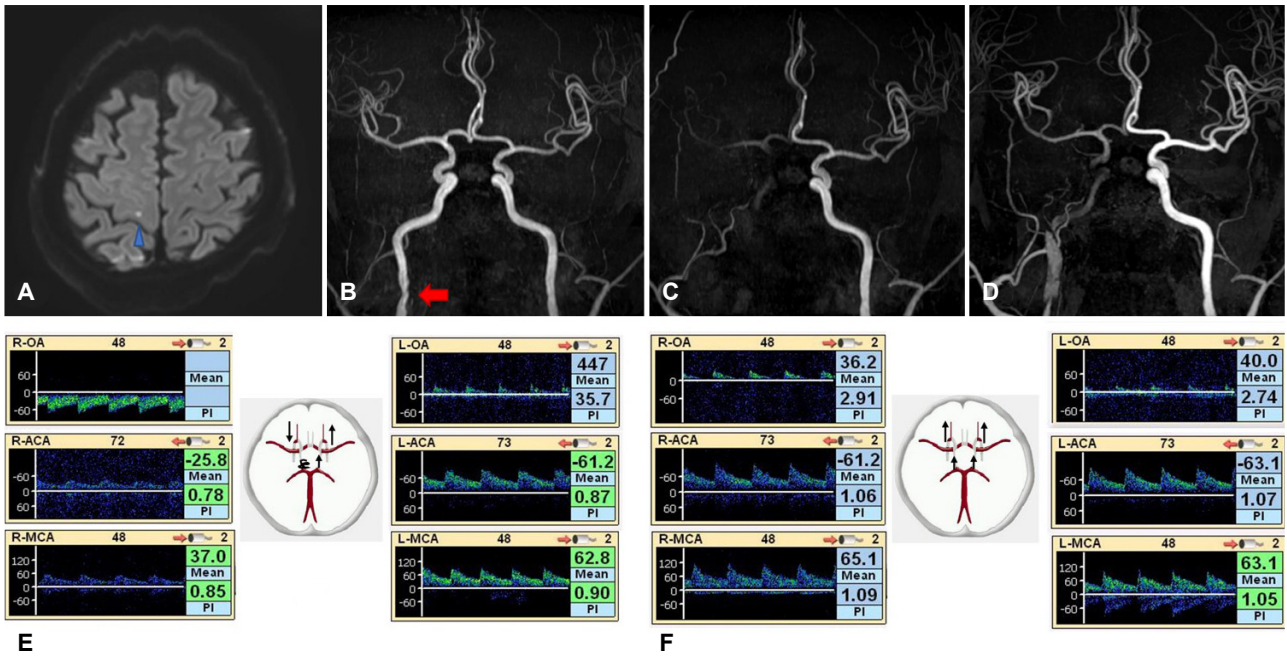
(A) A tiny diffusion restricted lesion at the right frontal cortex (blue arrowhead). (B) Mild luminal irregularity at the right petrous ICA on TOF MRA (red arrow). (C) Occlusion of the right proximal ICA to petrous ICA on recurrence of symptoms. (D) A long segmental dissection at the right petrous ICA with recanalization (2 weeks after admission). (E) Decreased blood flow velocity in the right middle and anterior cerebral arteries and reversal of blood flow in the right ophthalmic artery were observed via TCD immediately after internal carotid artery occlusion. (F) Two months later, blood flow velocity in the right middle cerebral artery and anterior cerebral artery was normalized, and the reversal of blood flow in the right ophthalmic artery disappeared. ICA; Internal Carotid Artery, TOF; time of flight, MRA; magnetic resonance angiography, TCD; transcranial doppler sonography, R-OA; right ophthalmic artery, R-ACA; right anterior cerebral artery, R-MCA; right middle cerebral artery, PI; pulsatility index, L-OA; left ophthalmic artery, L-ACA; left anterior cerebral artery, L-MCA; left middle cerebral artery.
